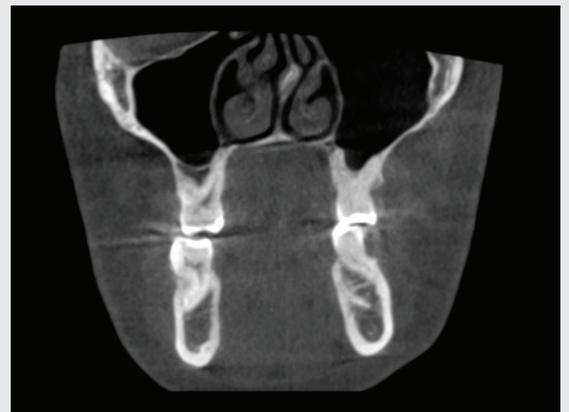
Radiographie panoramique et coupes sagittale et coronale avant traitement
